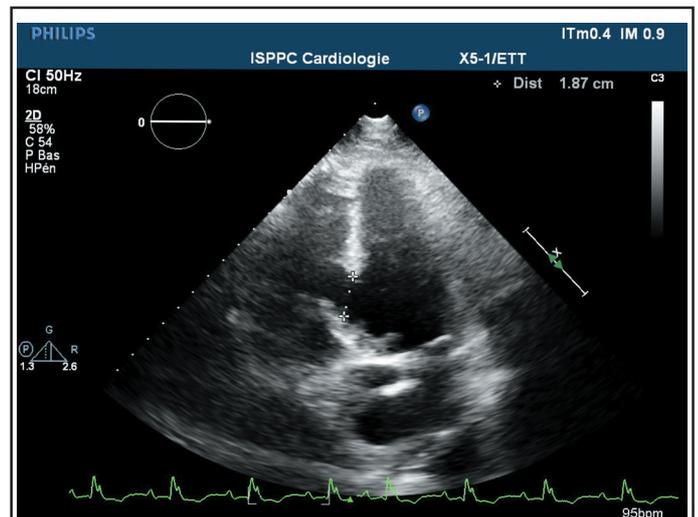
Image échographique en vue apicale quatre cavités, montrant un important défaut de la paroi septale dans sa partie inférobasale.
